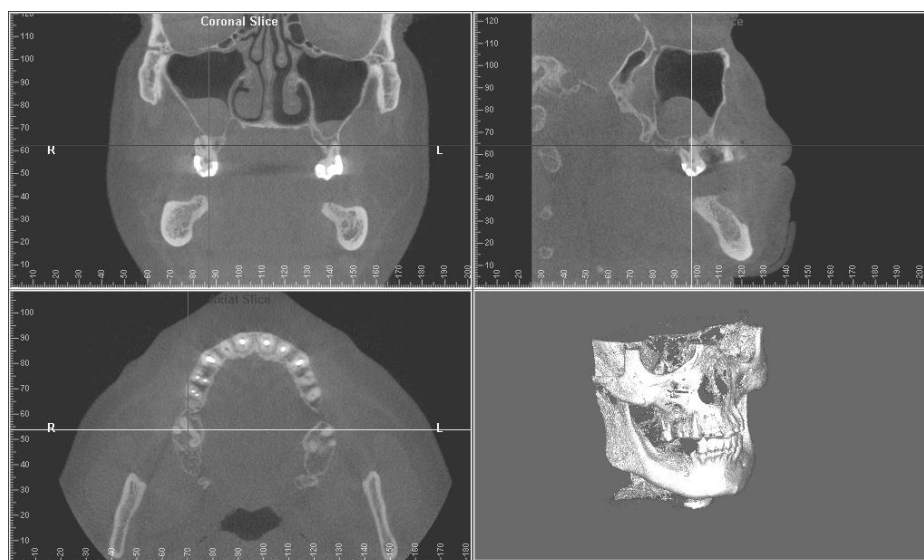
Skladba 3D obrazu CBCT (22)
